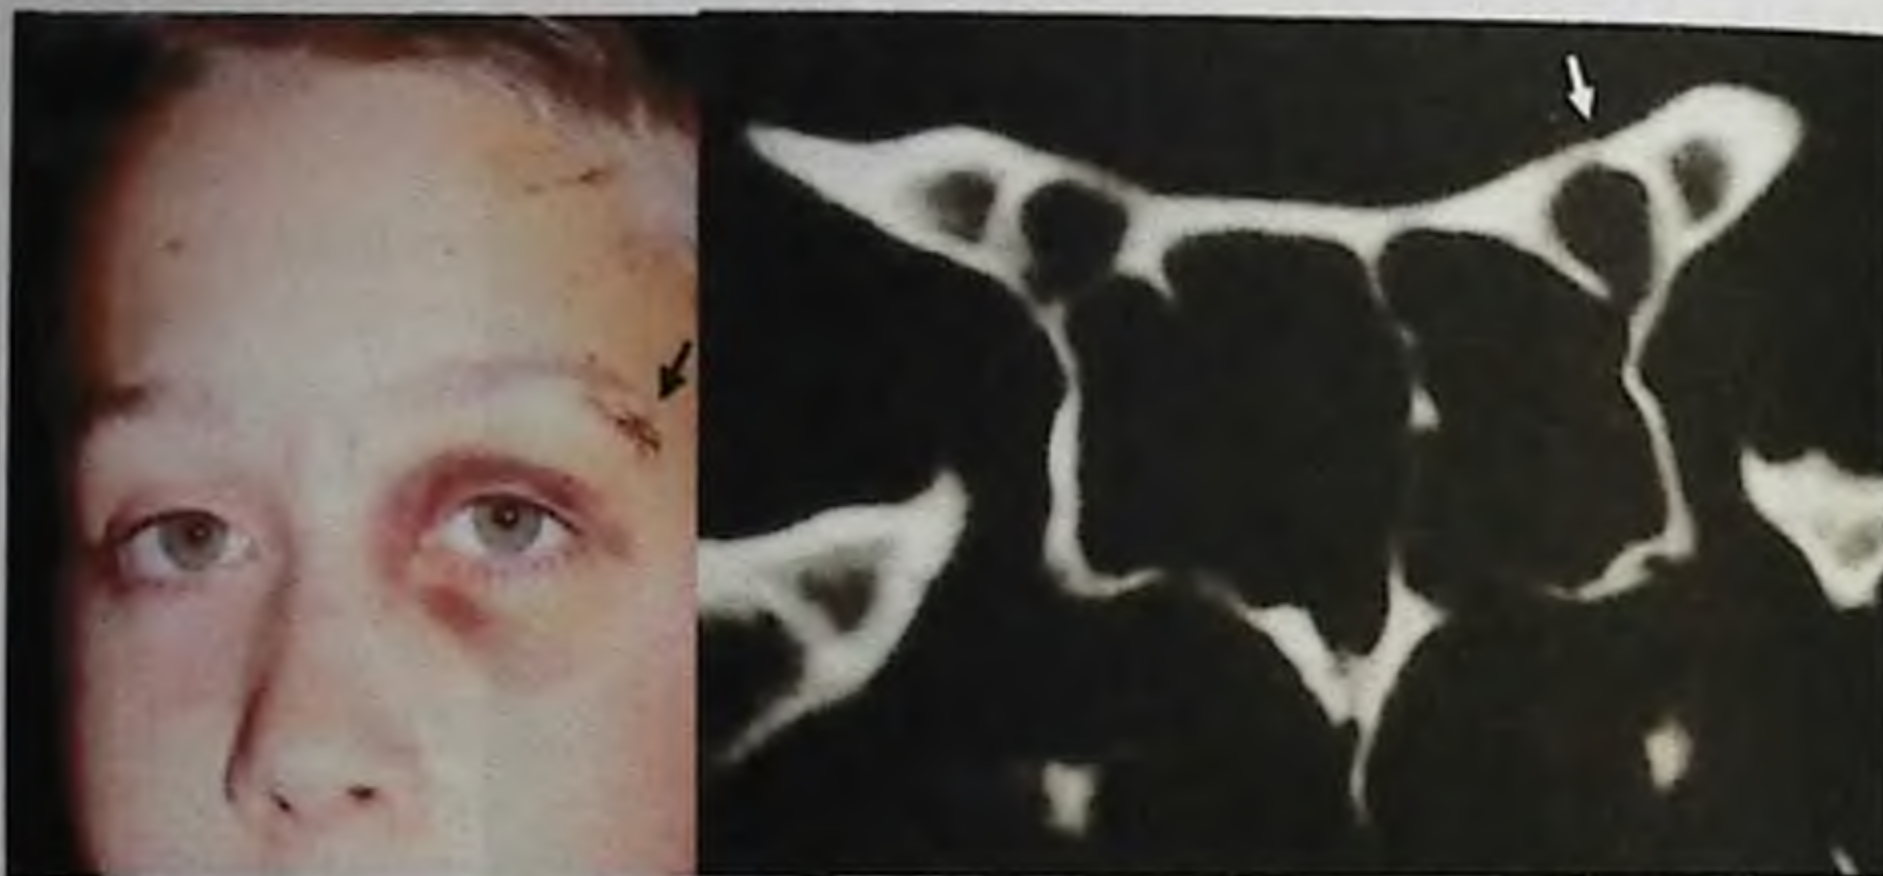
На данном рисунке представлена слева – локализация типичной травмы возле брови, которая вызвала непрямую травматическую оптическую нейропатию, справа – на коронарном срезе компьютерной томографии виден перелом в области левого канала зрительного нерва.
